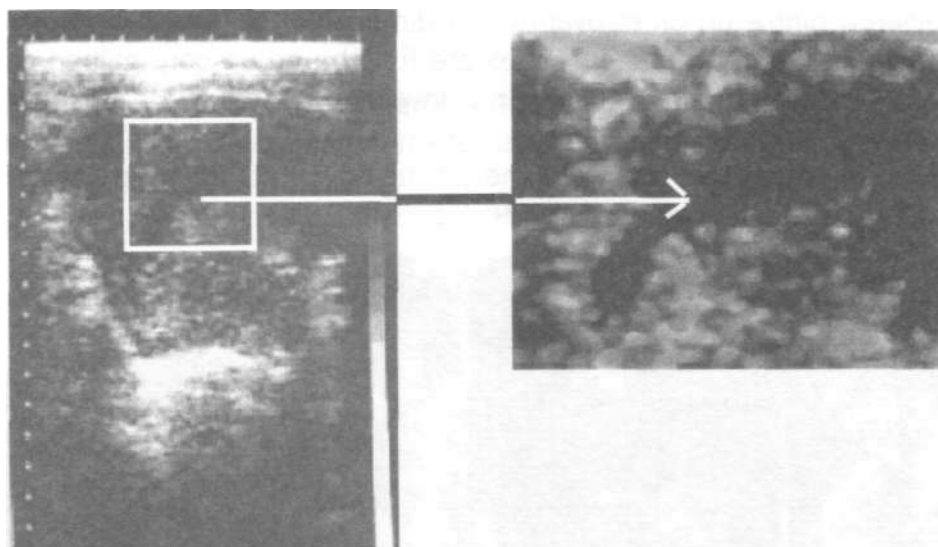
Histerosalpingografia ecografică. Se evidențiază o cavitate uterină mărită de volum și neregulată.
